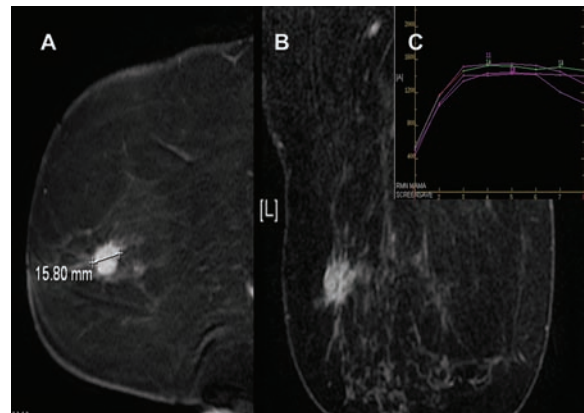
Falso Negativo, RM. (a) Nódulo irregular de 15 mm en imagen sagital sobre mama izquierda. (b) Correlación axial. (c) Cinética con curvas tipo II a nivel del nódulo.
